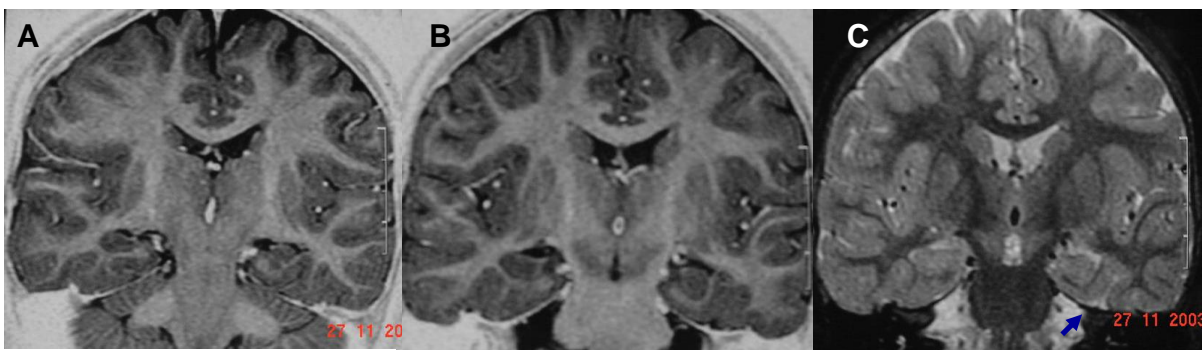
Esclerose mesial temporal clássica em IRM de paciente com epilepsia temporal.
